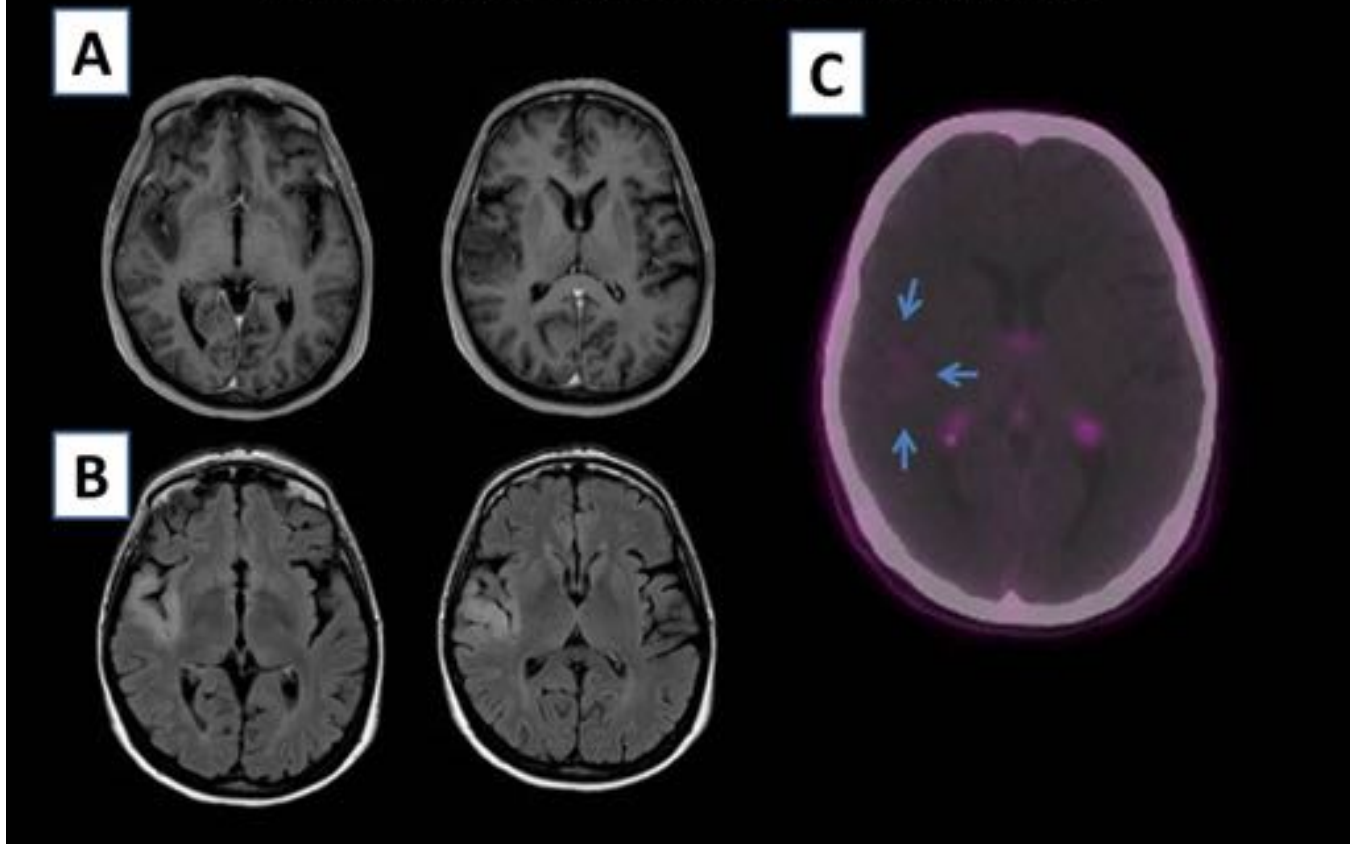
A y B) RM axial, T1 post-contraste y FLAIR, mostrando un engrosamiento cortical de aspecto infiltrativo en la región adyacente a la cisura de Silvio derecho, que no presentaba captación de gadolinio. B) El PET muestra una tenue captación de 18F-colina en la zona posterosuperior de la ínsula derecha. El estudio anatomopatológico fue de oligodendroglioma grado II.
